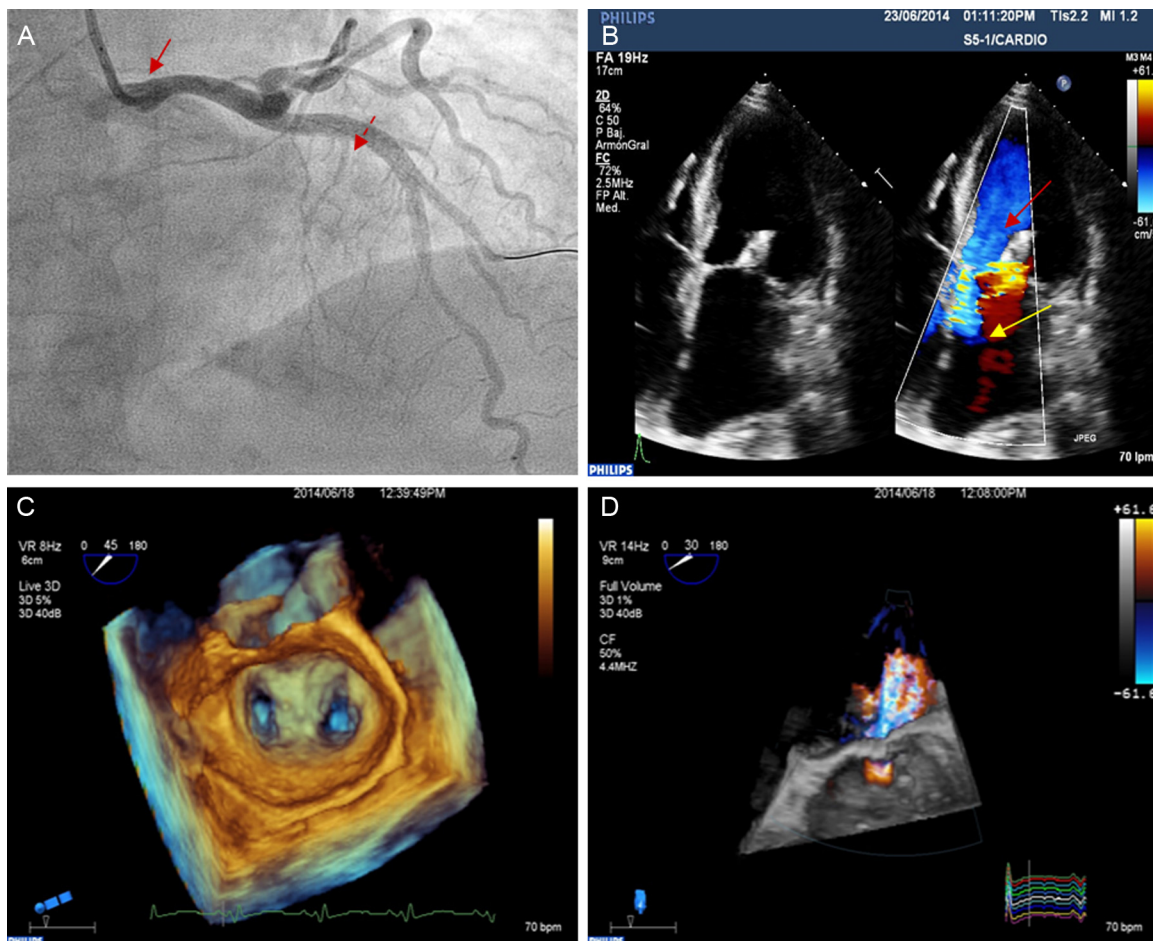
A: coronariografía en proyección craneal oblicua anterior derecha a 30°; revascularización percutánea de tronco coronario izquierdo (flecha continua) y menor visualización de rama septal tras ablación con alcohol (flecha discontinua). B: ecocardiograma transtorácico; desaparición de la obstrucción dinámica del ventrículo izquierdo (flecha roja) y reducción del chorro regurgitante mitral (flecha amarilla). C: ecocardiograma transesofágico, zoom tridimensional; dispositivo MitraClip implantado. D: ecocardiograma transesofágico tridimensional, volumen completo, Doppler color; reducción significativa de la insuficiencia mitral tras ablación septal y reparación percutánea de la válvula. Esta figura se muestra a todo color solo en la versión electrónica del artículo.
